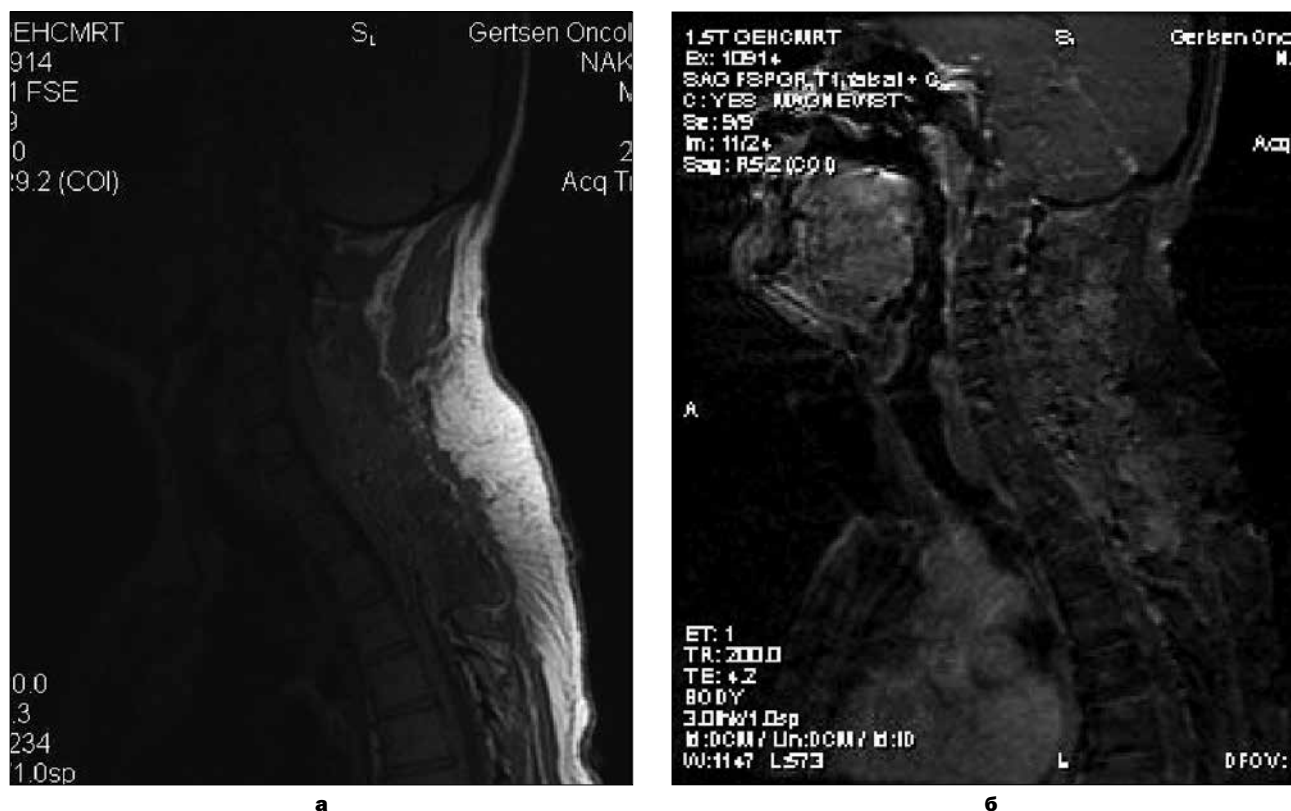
Контрольная МРТ шейного и верхне-грудного отделов спинного мозга с контрастным усилением, выполненная в течение 24 ч после операции: а – без контрастного усиления; б – с контрастным усилением
